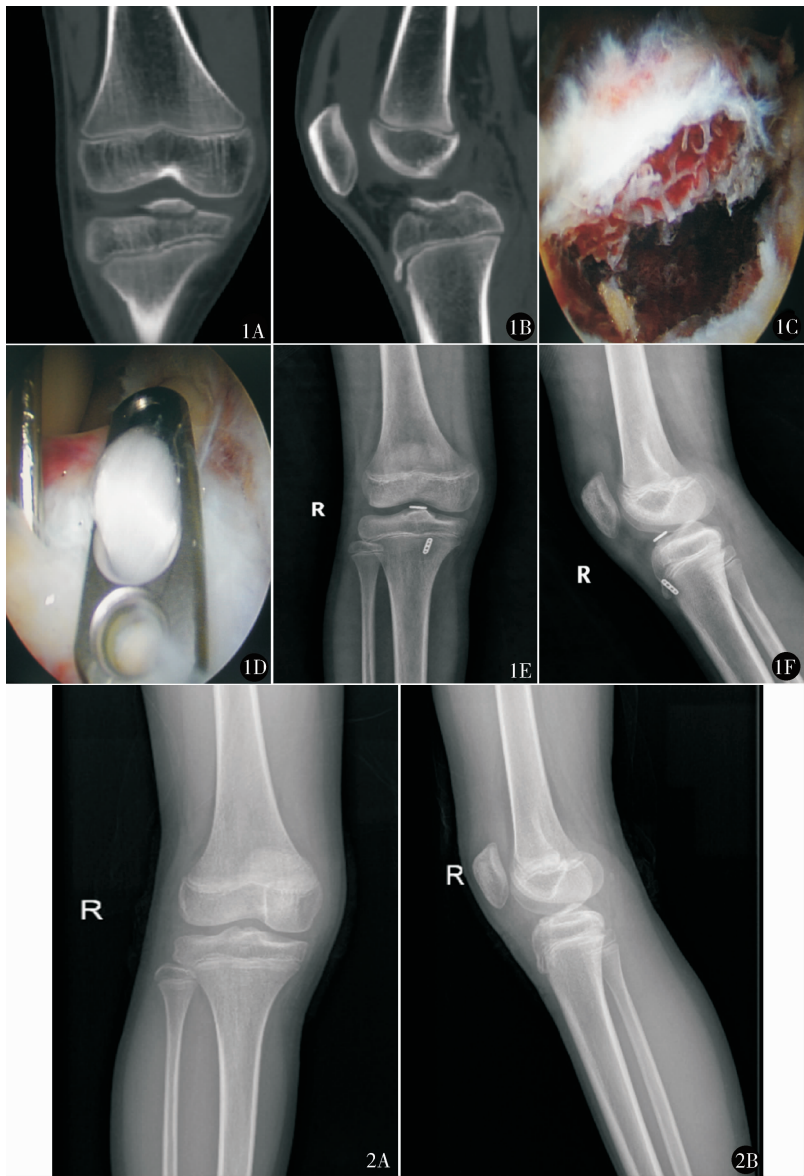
女, 10 岁, 右膝 ACL 胫骨止点撕脱骨折 A、B. 术前 CT 示右膝 ACL 胫骨止点撕脱骨折, Meyers-McKeever II 型, 矢状位见“鸟嘴样骨折”; C. 关节镜下见 ACL 在胫骨止点处呈撕脱性骨折, 移位明显; D. 关节镜直视下复位骨折块, 引入带锁钢板, 压盖骨折块; E、F. 术后 X 线片示骨折块复位良好, 钢板在位 图 2 术后 4 个月取出内固定物, X 线片示骨折愈合良好, 未移位
